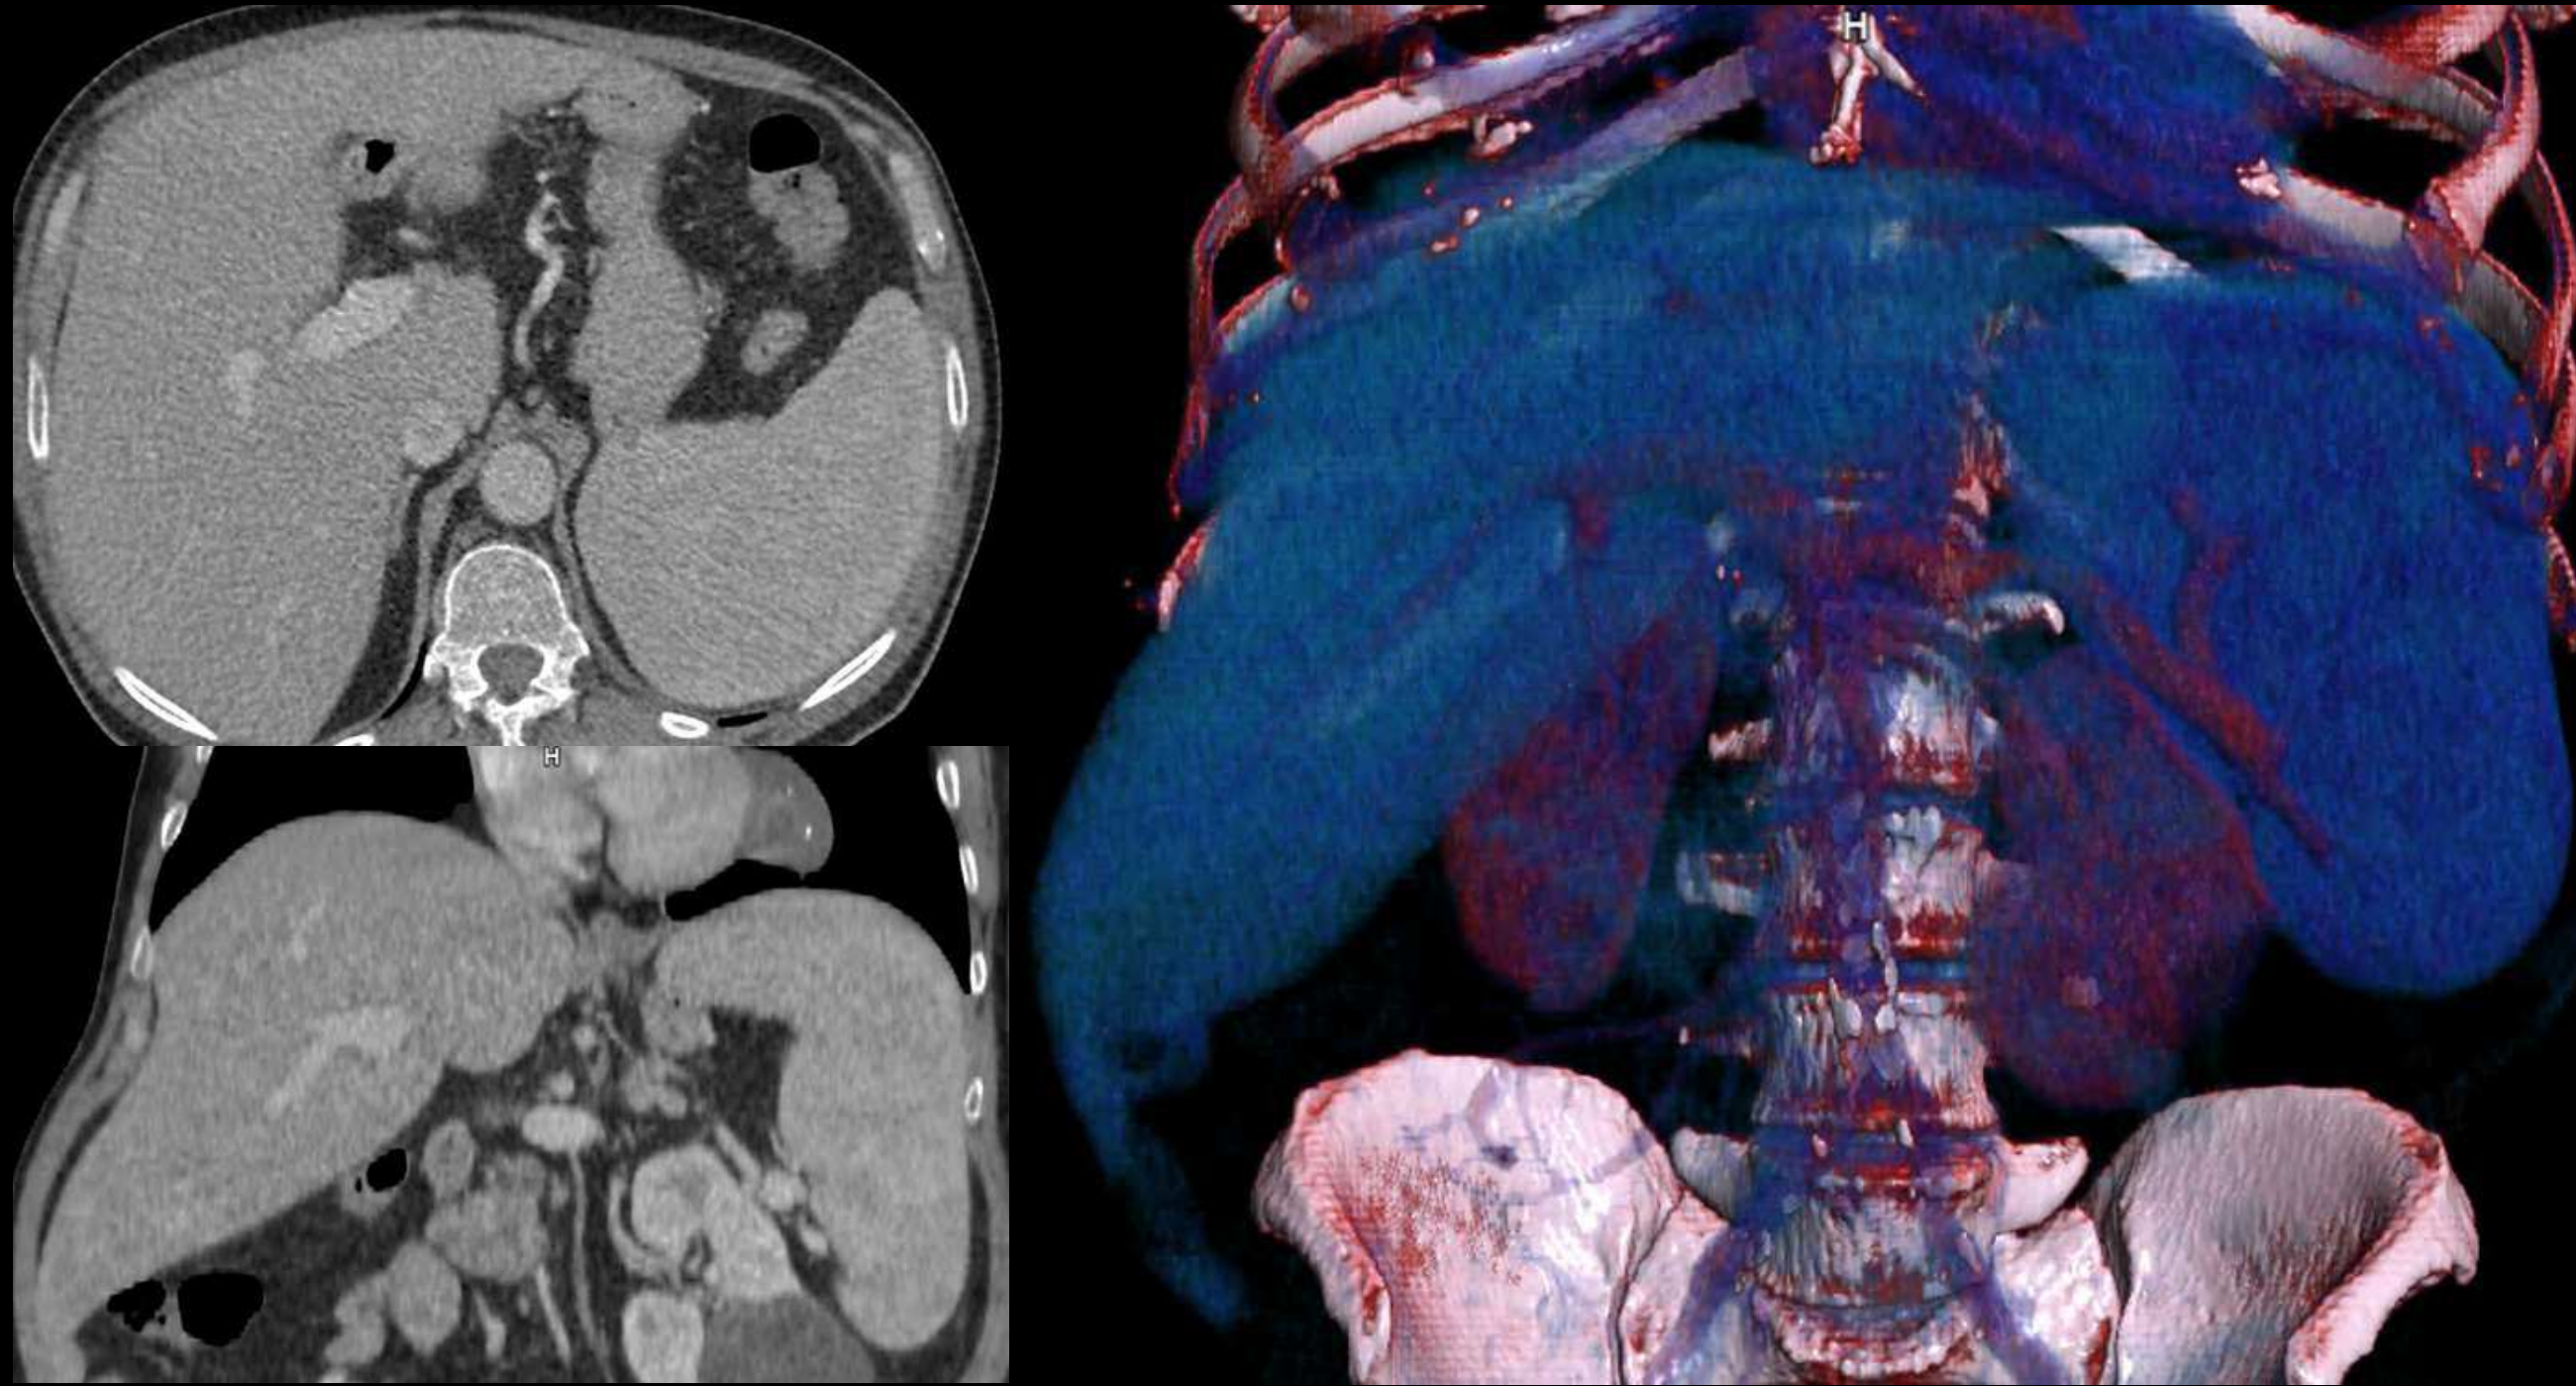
Paciente con leishmaniasis. Imágenes de TC con contraste intravenoso y reconstrucción tridimensional visceral en las que se observa la hepatoesplenomegalia característica de la infección por Leishmania.
